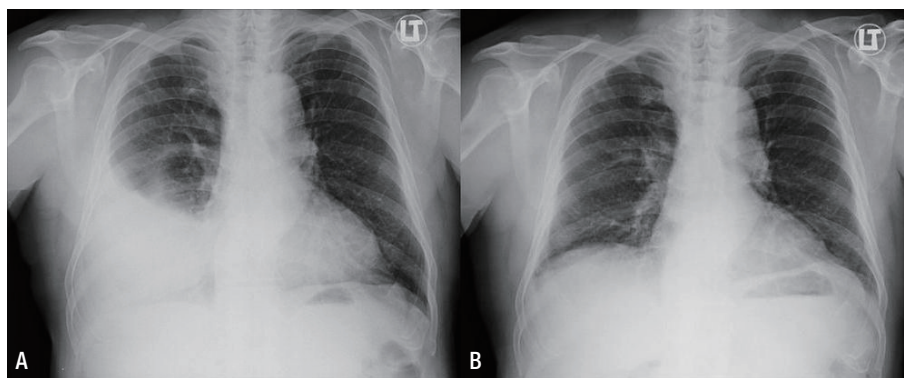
(A) An initial chest radiograph showing right-sided pleural effusion. (B) A follow-up chest radiograph one month after praziquantel treatment showing disappearance of right-sided pleural effusion.
